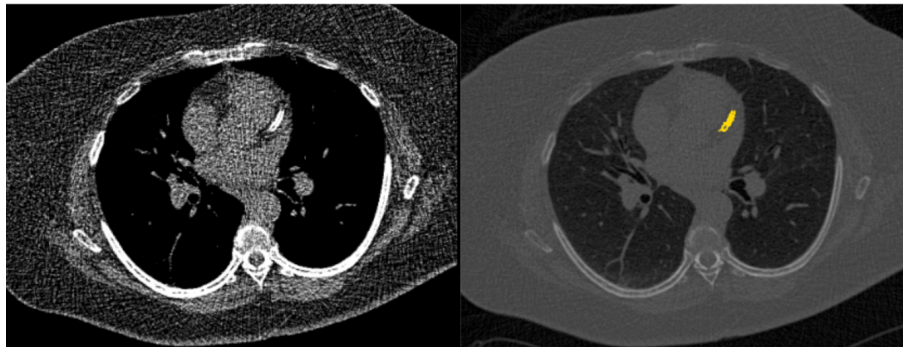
An example demonstrating a false positive calcified region by the CAC software. In this example, a stent is falsely classified as an arterial calcification. The original CT image (left) is displayed next to the RGB-overlay output from the CAC software (right) with the false positive results showing the stent as a calcified region (highlighted in yellow).
